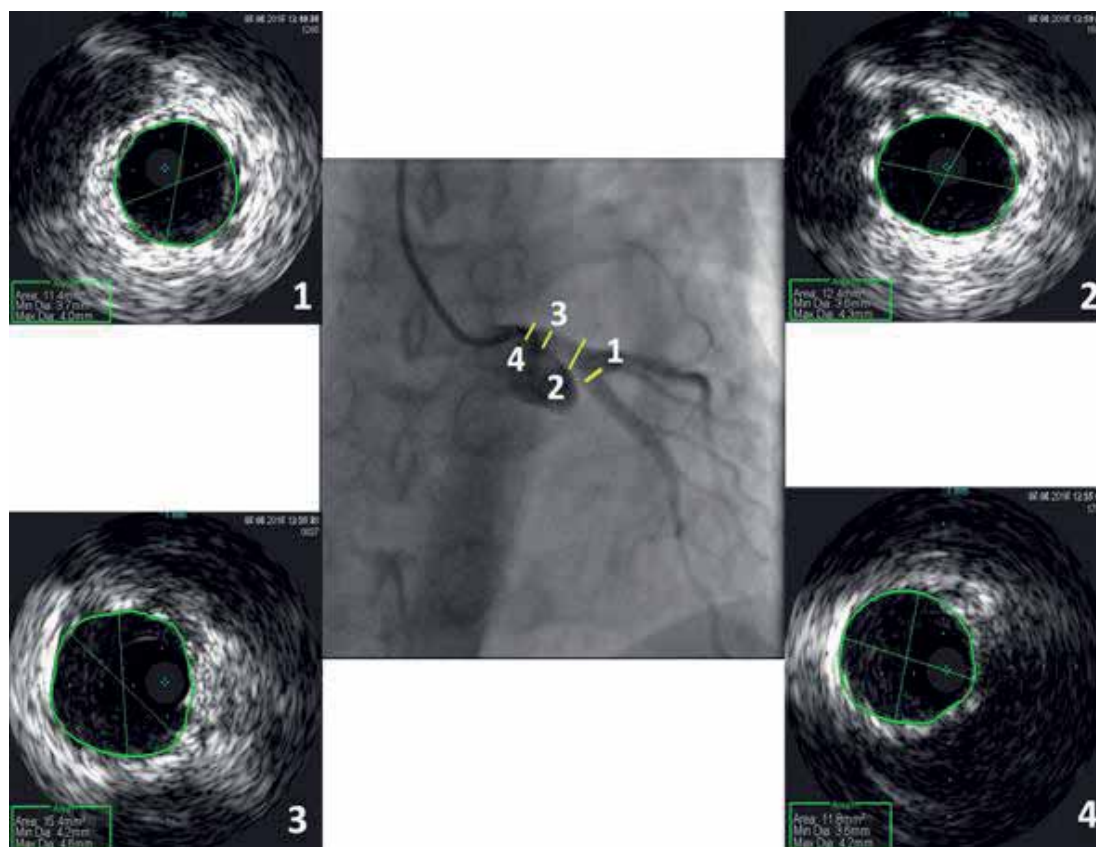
Конечный результат стентирования ствола ЛКА-ПНА по данным ВСУЗИ. Поперечные срезы на уровне устья передней нисходящей артерии (1), дистального сегмента ствола ЛКА перед бифуркацией (2), среднего сегмента ствола ЛКА (3), устья ЛКА (4). Площадь просвета стента на разных уровнях 12-15 мм², признаков краевой диссекции нет.
